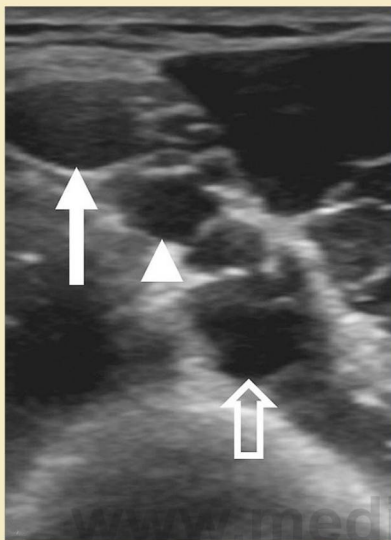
Ecografía transversal del antebrazo derecho. Se identifican la vena basilíca (flecha), la arteria braquial (punta de flecha) y la vena braquial (flecha hueca).
